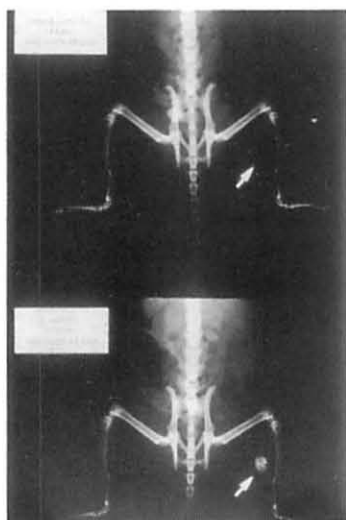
BMP注入直後(上)3週間後(下)の軟X線像：BMP注入3週間後には注入した腓腹筋内に不透過像(下図内矢印)が認められる
